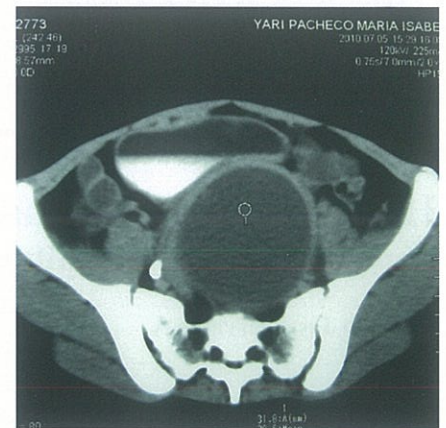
TAC Abdomen: corte transversal
